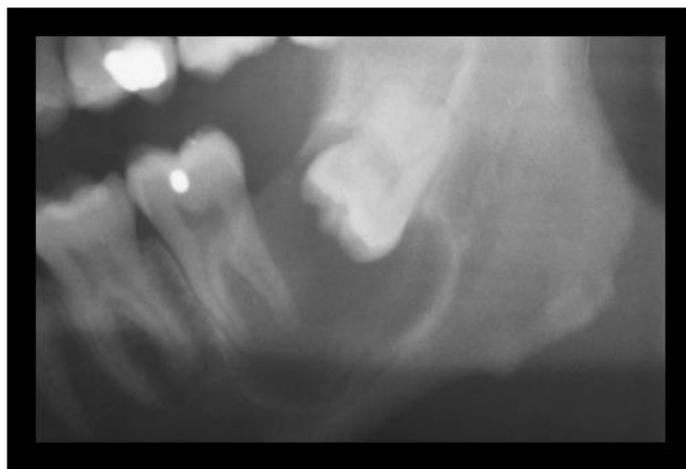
ortopantomografía muestra lesión unilocular asociada a órgano dentario ⁴
